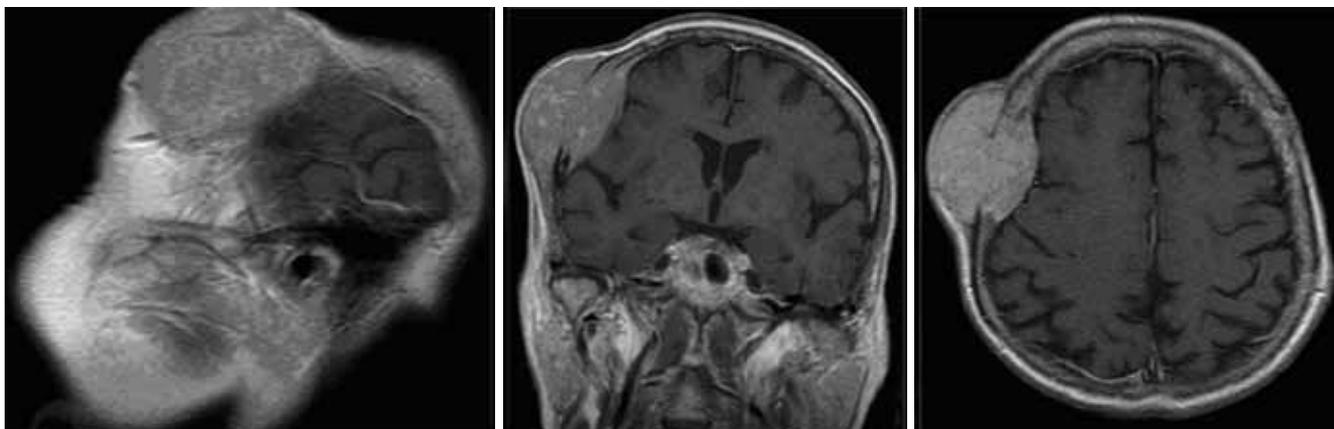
МРТ ГМ с внутривенным усилением: в правой теменной области определяется объемное образование, исходящее из теменной кости и распространяющееся как экстра-, так и интракраниально. Прилежащие структуры ГМ сдавлены и деформированы
